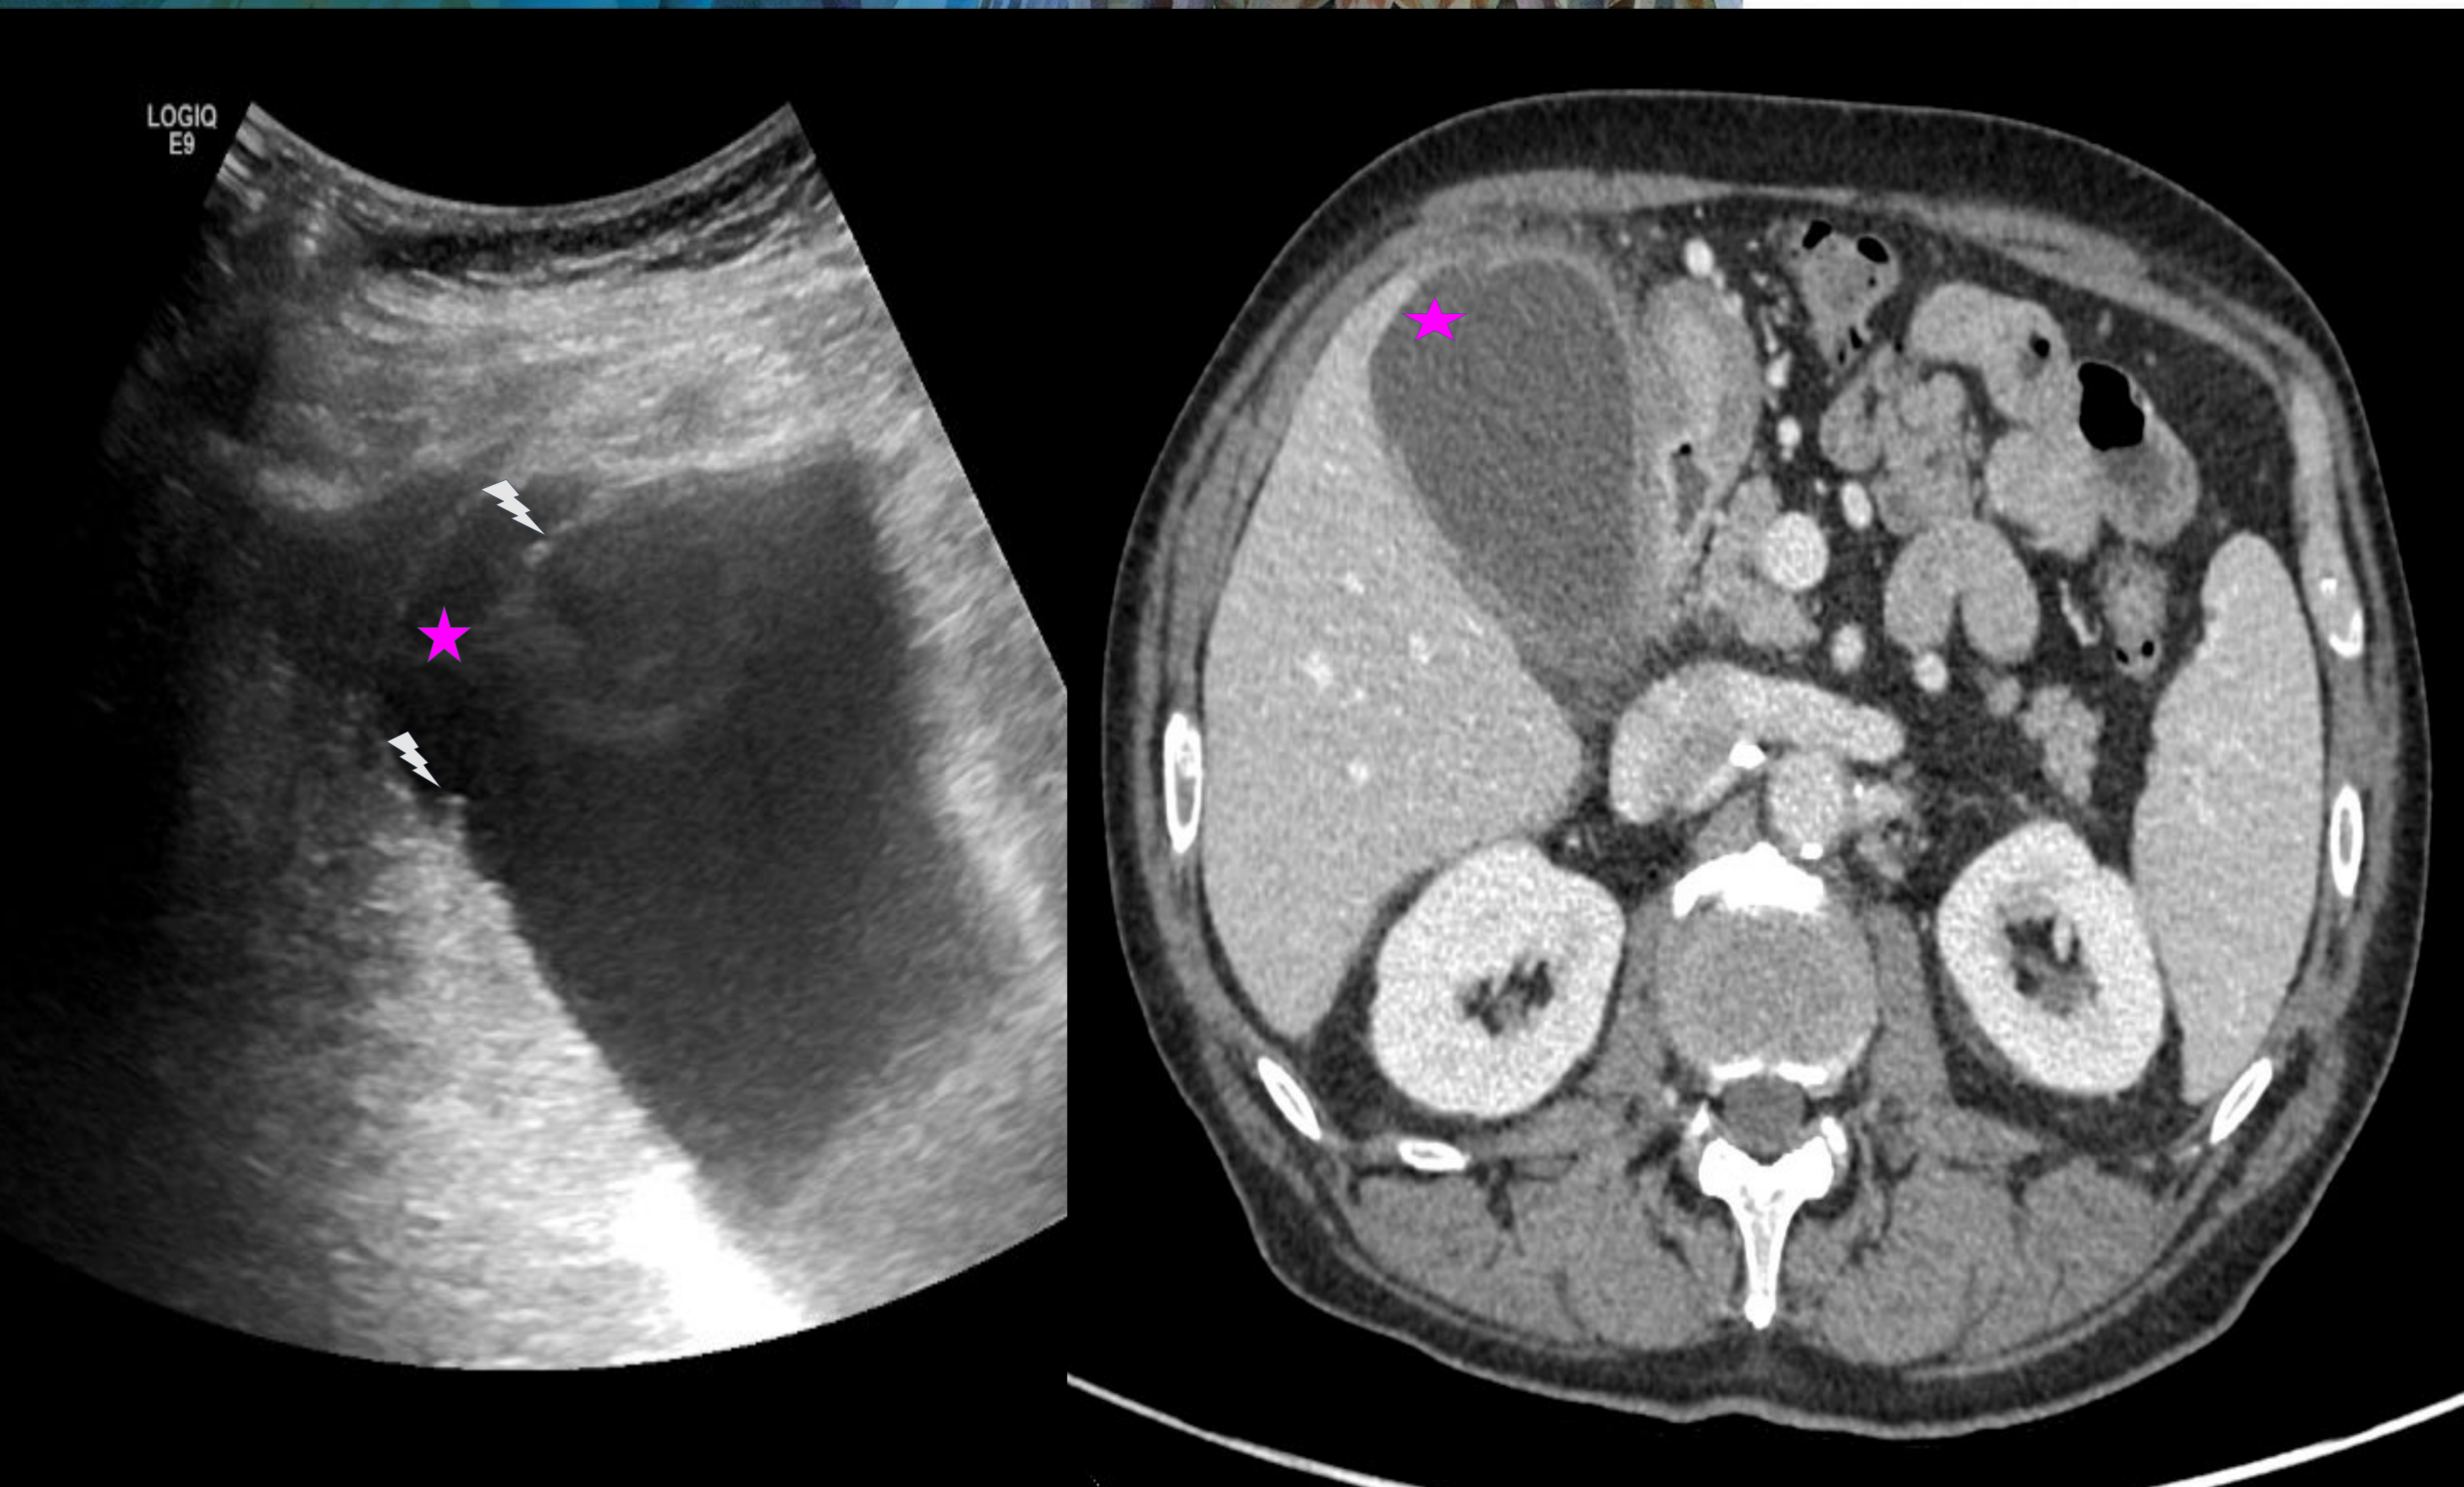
Se realiza ecografía visualizándose distensión de la vesícula biliar, contenido hiperecogénico en su interior en relación con barro biliar, engrosamiento parietal y solución de continuidad en el fundus vesicular que impresiona de perforación de la pared (rayo). Esta sospecha se confirma mediante estudio de TC en el que apreciamos un área de solución de continuidad en el fundus vesicular de hasta 4 cm de diámetro que se rodea de una colección hipodensa sin clara pared definida (estrella) con unos diámetros aproximados de 8 x 43 mm en los ejes AP y TR respectivamente.
